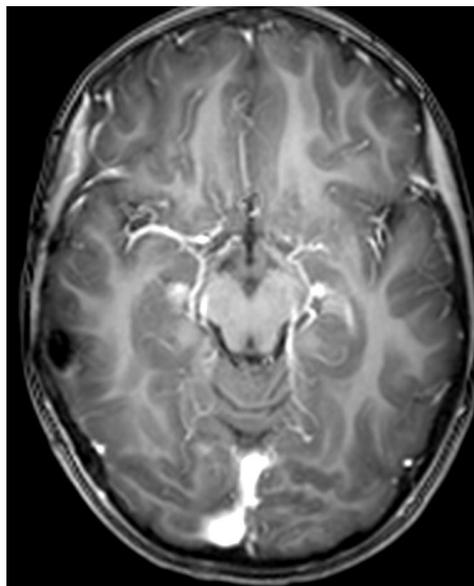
RM Axial + contraste. Control posoperatorio del 2013 . Se observan cambios por la cirugía y no hay realces anormales.
